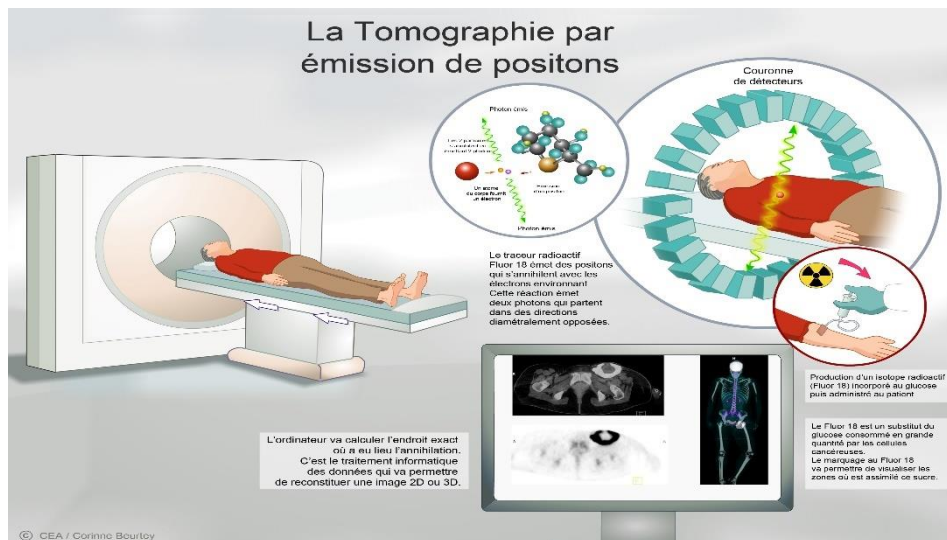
La tomographie par émission de positons (TEP).
